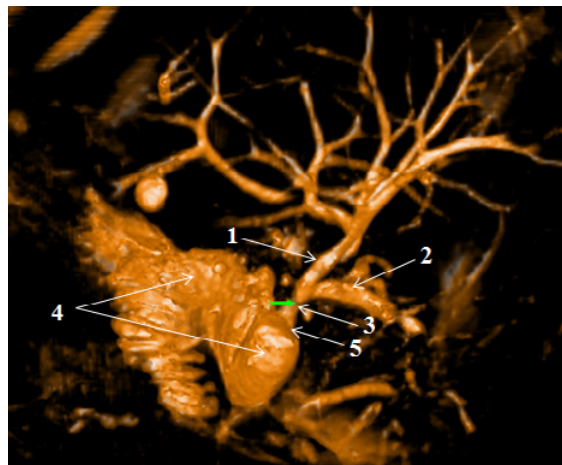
Patient B. (ICSW No. 1691): Magnetic Resonance Cholangiopancreatography, the 14th postoperative day: 1) right lobular duct, 2) left lobular duct, 3) common hepatic duct, 4) loop of the small intestine is excluded by Ru, 5) GJA.
